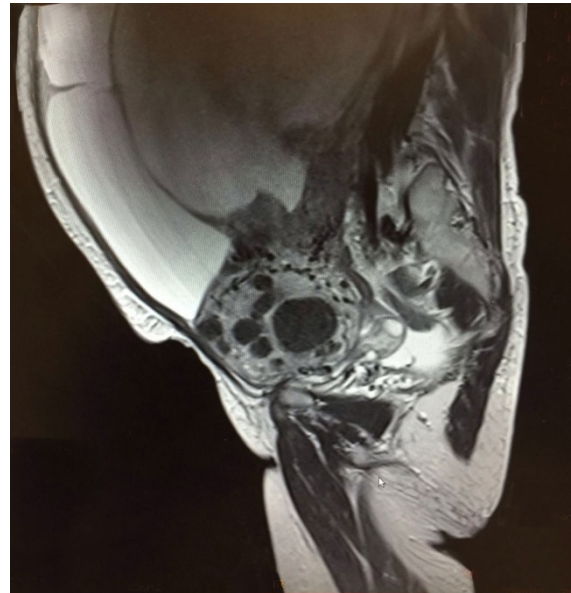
Sagittal MR image shows multi-cystic uterine tumor, a large mass occupying most of the abdominopelvic cavity with some areas of cystic degeneration.
